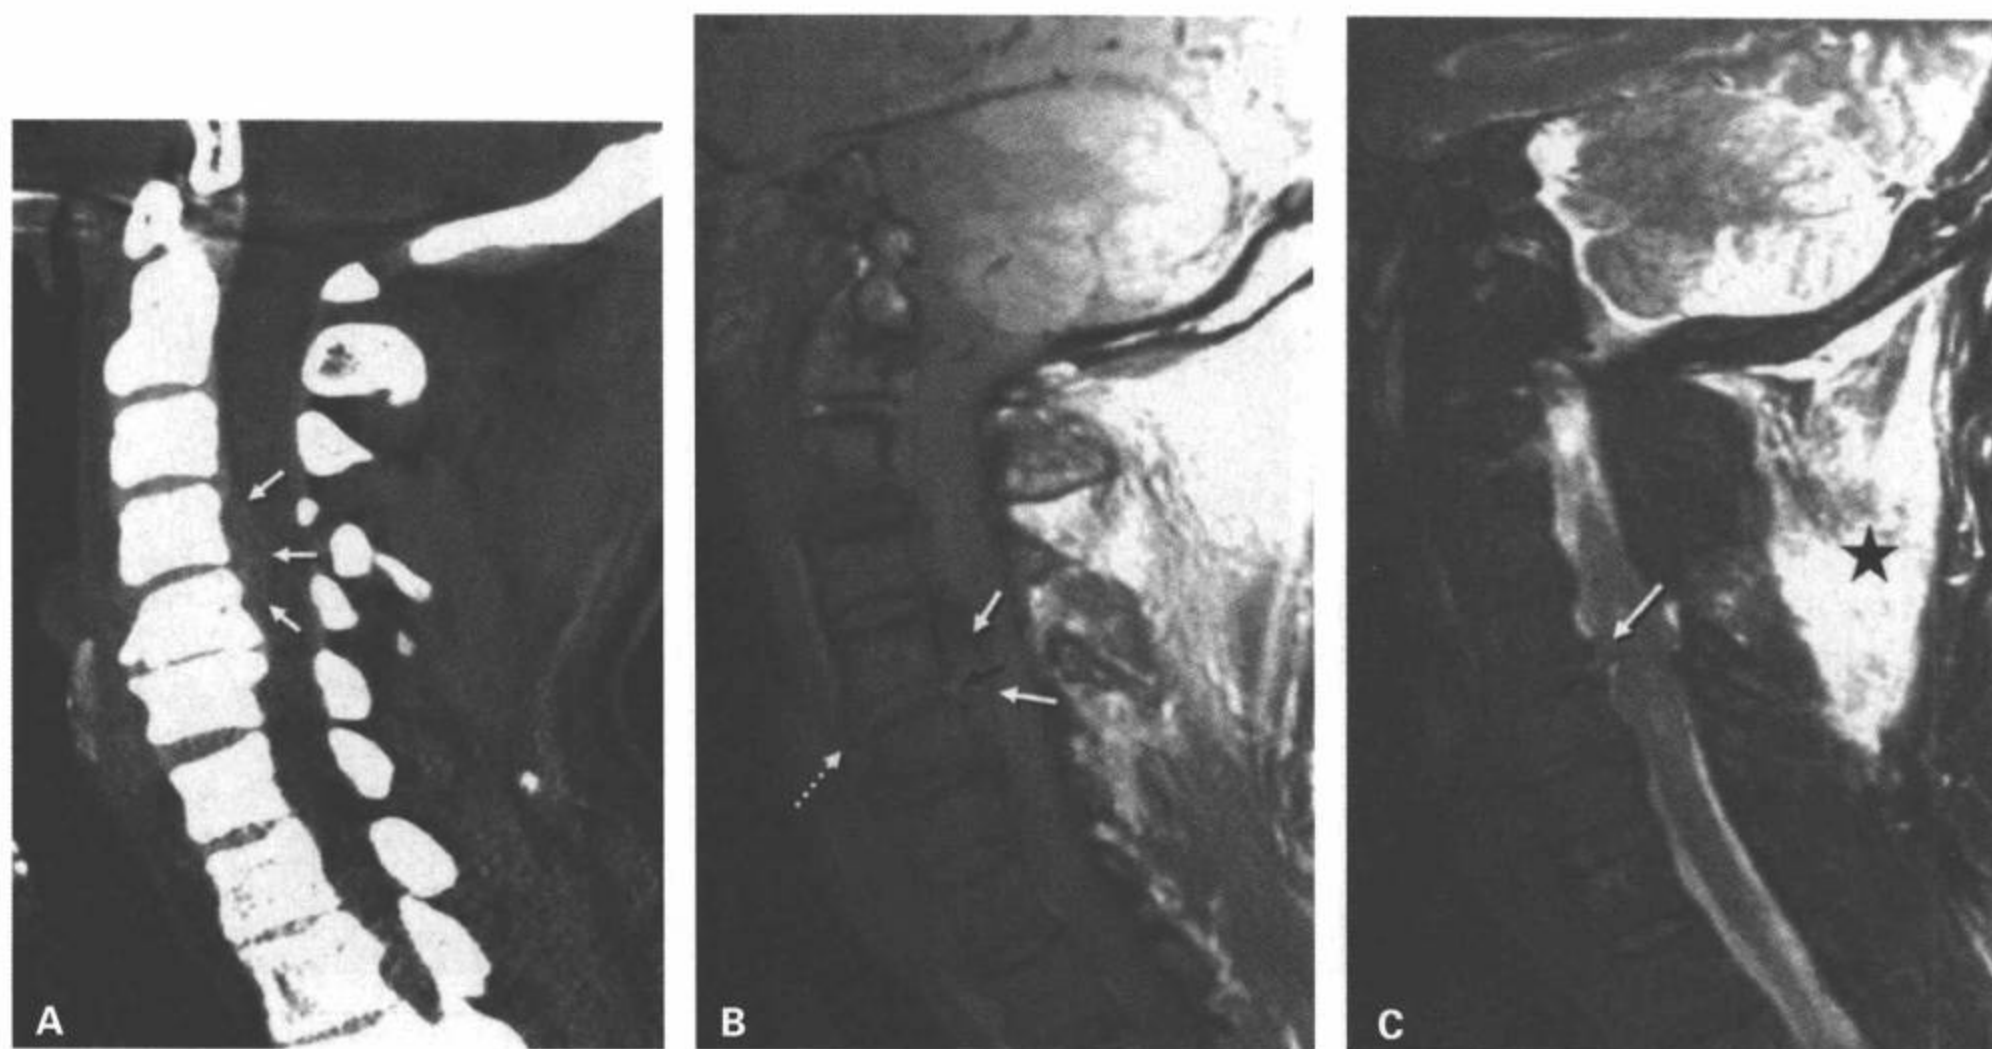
巨大的创伤后椎间盘突出伴硬膜外血肿。A: CT矢状面多平面重组图像显示一个高密度的软组织隆起延伸到椎管并累及硬膜外前间隙(箭)。矢状面中间加权MRI显示 C4/C5 纤维环后部不连续(黑箭),可见一个跨越 C4 和 C5 椎体且累及椎管的硬膜外组织隆起(白箭)。注意无法区分椎间盘物质与血肿。C: 偏离正中矢状面的T2 加权MRI 脂肪抑制图像显示了其他图像上显示不清的突出的椎间盘碎片。软组织隆起的剩余部分代表硬膜外出血和充血的硬膜下静脉丛。也显示后部椎旁软组织完全断裂(星号)。
